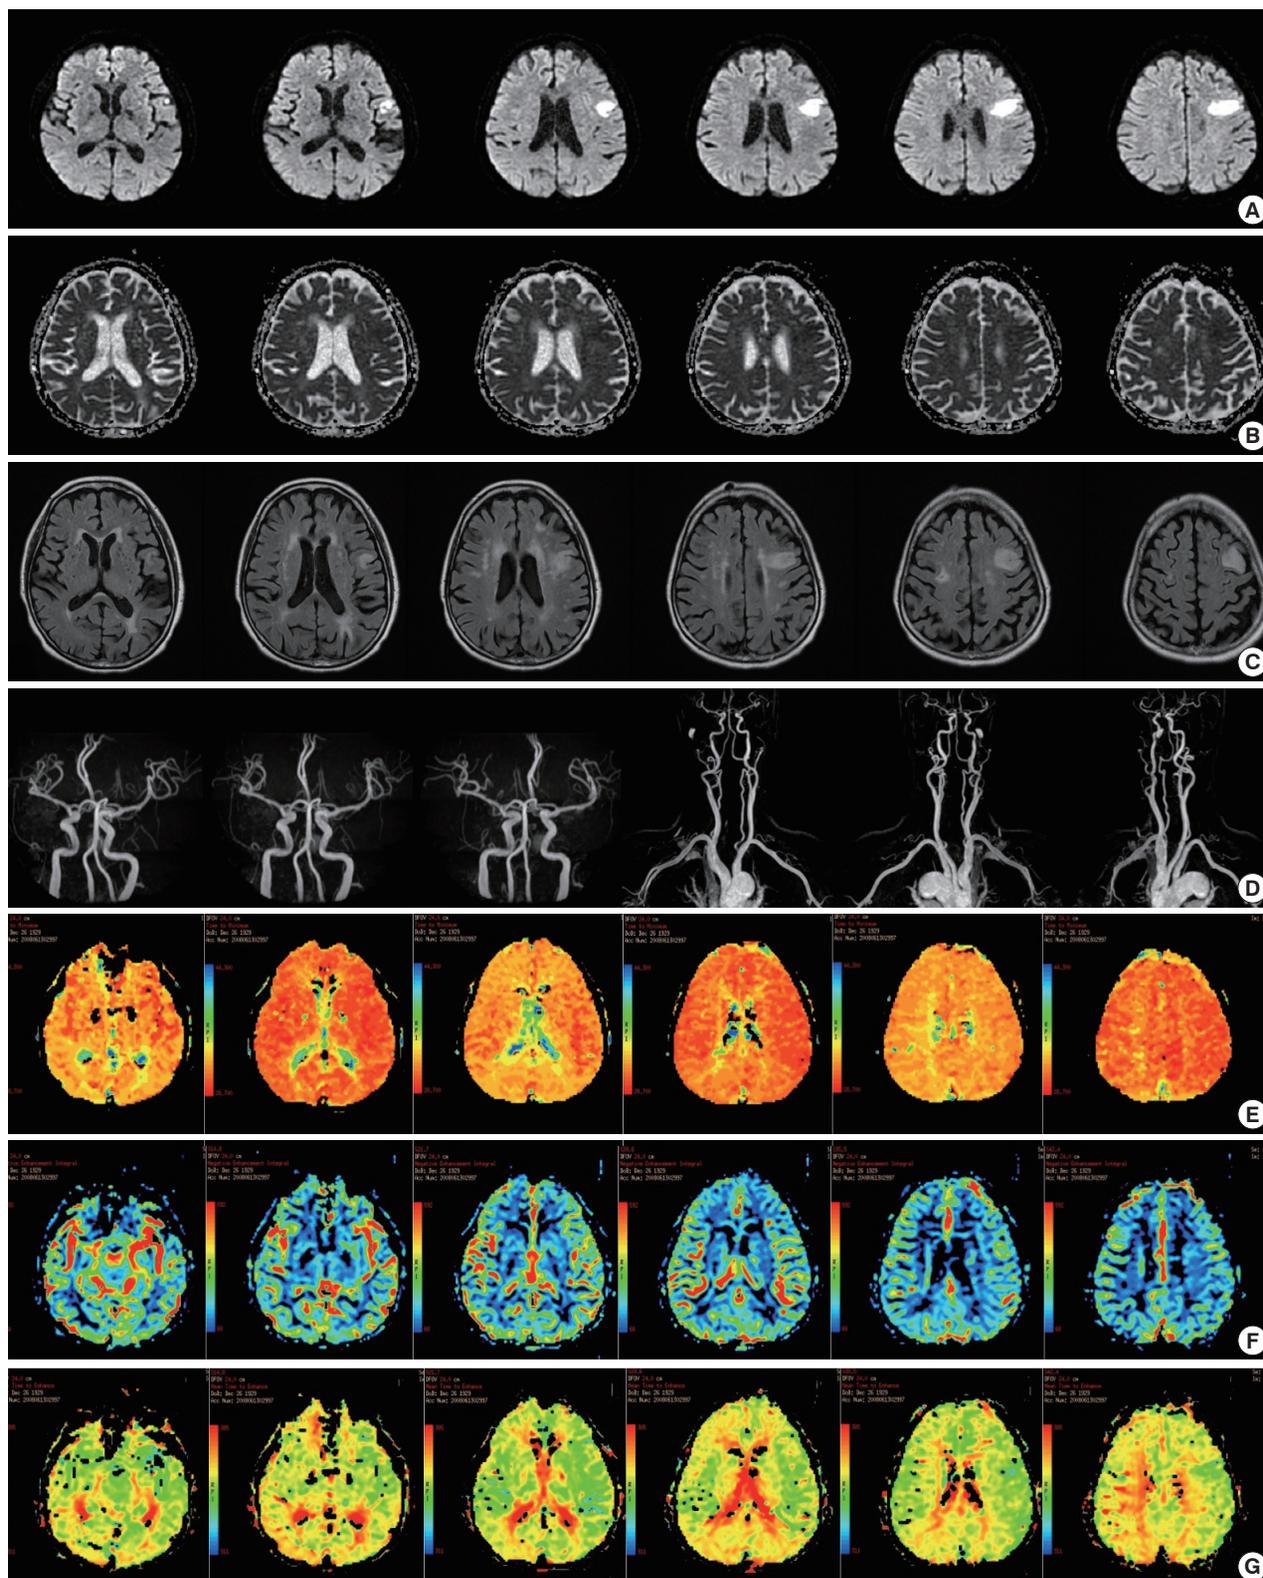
Brain MRI and Perfusion MRI. Brain MRI shows acute ischemic infarction in left frontal operculum (A: diffusion weighted image, B: ADC map, C: FLAIR). Brain MRA shows no significant stenosis of major artery (D: MRA). Brain perfusion MRI shows normal CBF, CBV and decreased MTT in left middle cerebral artery territory (E: Cerebral Blood Flow [CBF], F: Cerebral Blood Volume [CBV], G: Mean Transit Time [MTT]).
